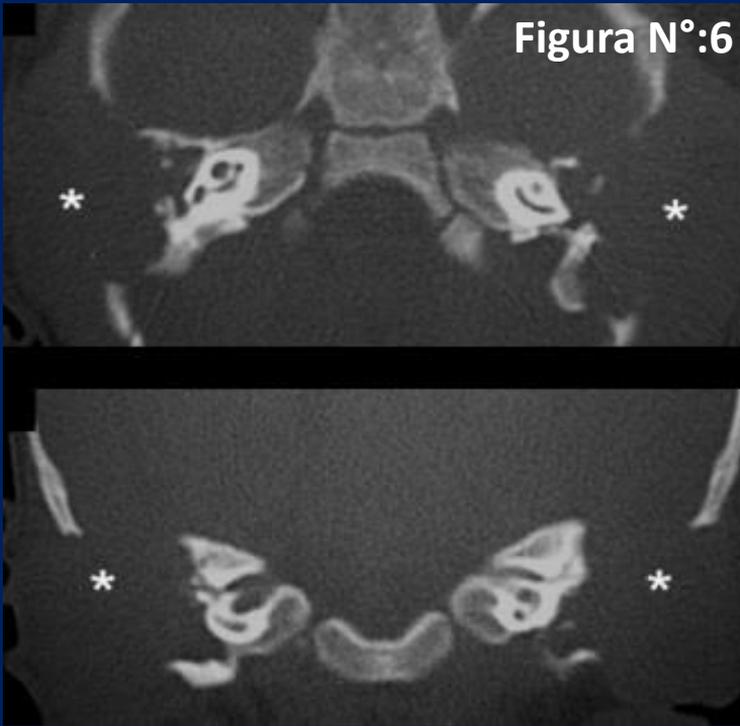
TC cortes axial y coronal del peñasco con ventana ósea. Masas de partes blandas con osteólisis de mastoides, oído medio y externo, con erosión osicular y extensión a la escama del temporal en ambos peñascos (*).
